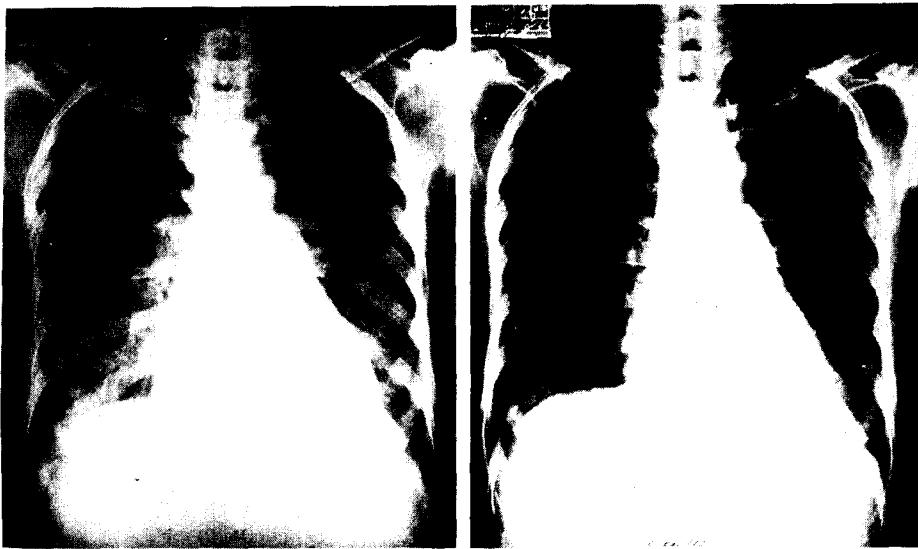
Simple chest x-ray film before and after operation.
